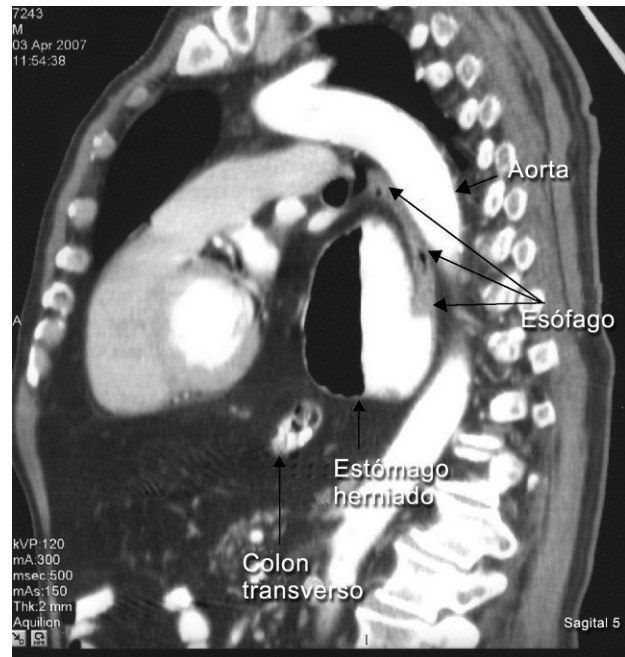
Tomografía computarizada abdominopélvica. El estómago comprime y desplaza posterolateralmente la aorta descendente.
